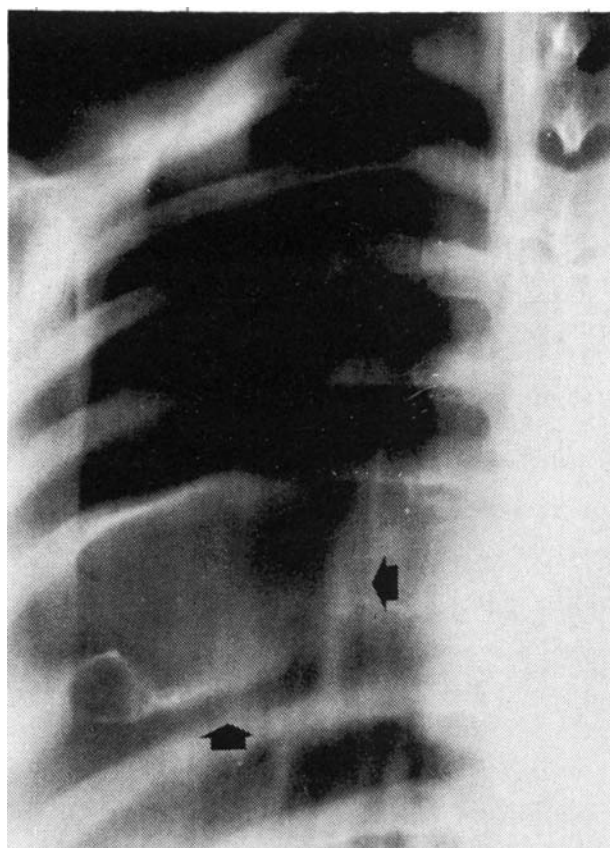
Caso núm. 1. Tomografía. Lesión lítica que destruye la séptima costilla y erosiona la sexta.
